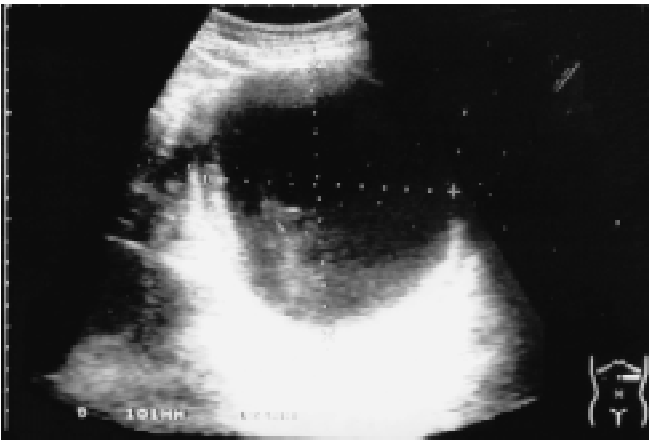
Estudio ultrasonográfico que muestra lesión quística con múltiples ecos en su interior, esta imagen se localizó en bazo.
